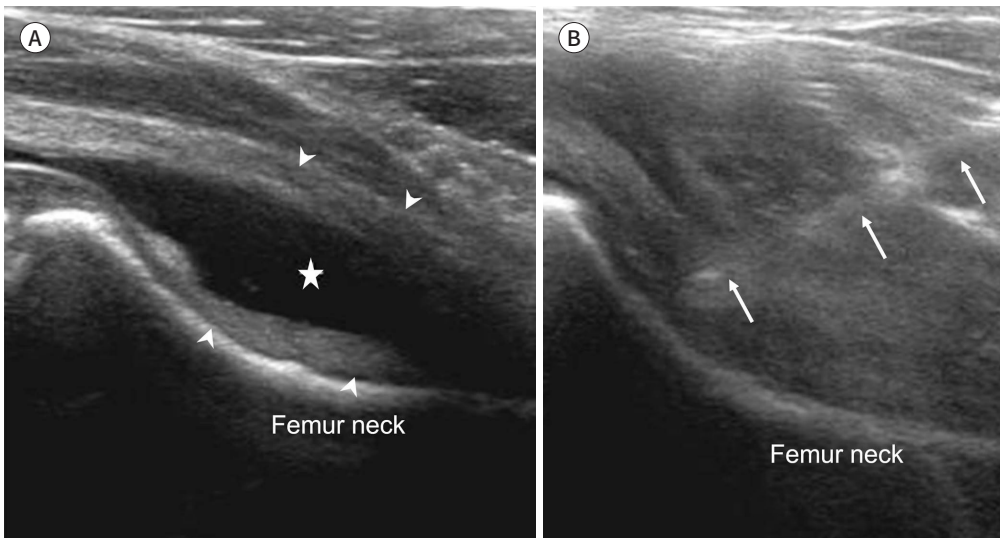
Ultrasound-guided effusion aspiration.
